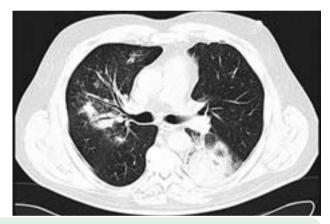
Компьютерные томограммы органов грудной клетки пациента И.
